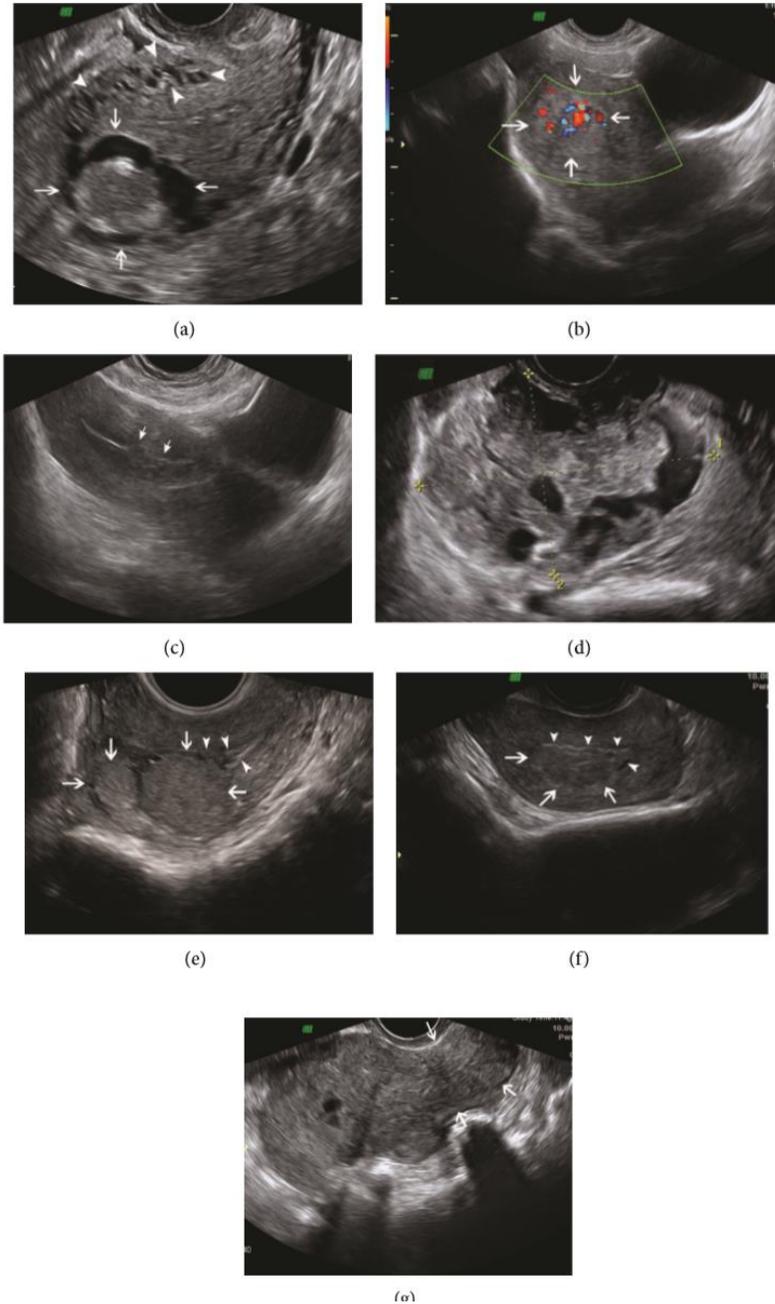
Características ultrasonográficas de la NTG. (a). Masa compleja componentes quísticos y sólidos en fondo uterino con epicentro en miometrio, las estructuras adyacentes al miometrio con apariencia tortuosa representan vascularidad incrementada. (b). Masa ecogénica en miometrio se evidencia con uso de Doppler alta vascularidad de la lesión. (c). Lesiones hipoeoicas pequeñas con márgenes irregulares en cuerpo uterino que deforman el endometrio e invaden miometrio. (d). masas en miometrio multiquisticas. (e). Dos lesiones redondeadas bien definidas submucosas infiltrando miometrio con ecotextura homogénea hiperecoica. (f). imagen irregular ovoidea isoecoica que simula un adenomioma, sin embargo corresponde a NTG. (g). útero elongado con bordes lobulados, ecotextura heterogénea. Modificado de: Dhanda, S., Ramani S., Thakur M. Gestational Trophoblastic Disease: A Multimodality Imagin Aproach with Impacto n Diagnosis and Management. Rad Reserch practice 2014
